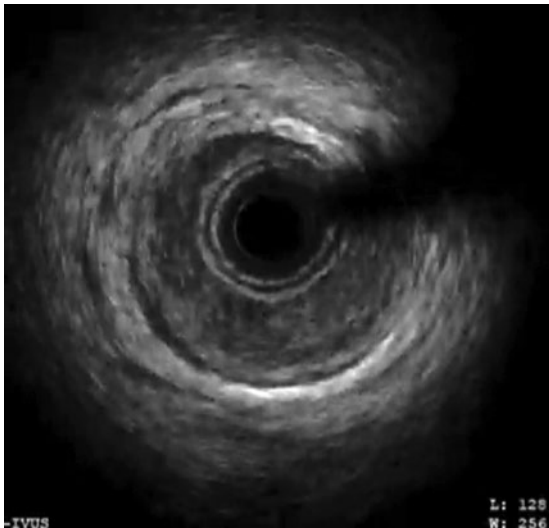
Ecocardiografía intravascular en la arteria descendente anterior proximal. Imagen de un gran hematoma intramural de la coronaria que compromete casi toda la luz del vaso.
